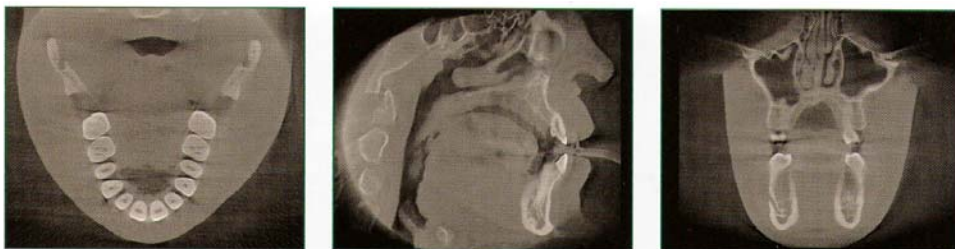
Visualización 2D del volumen de datos del Cone Beam en los tres principales planos ortogonales. De izquierda a derecha: plano axial, plano sagital y plano coronal (Zöller, 2008).
